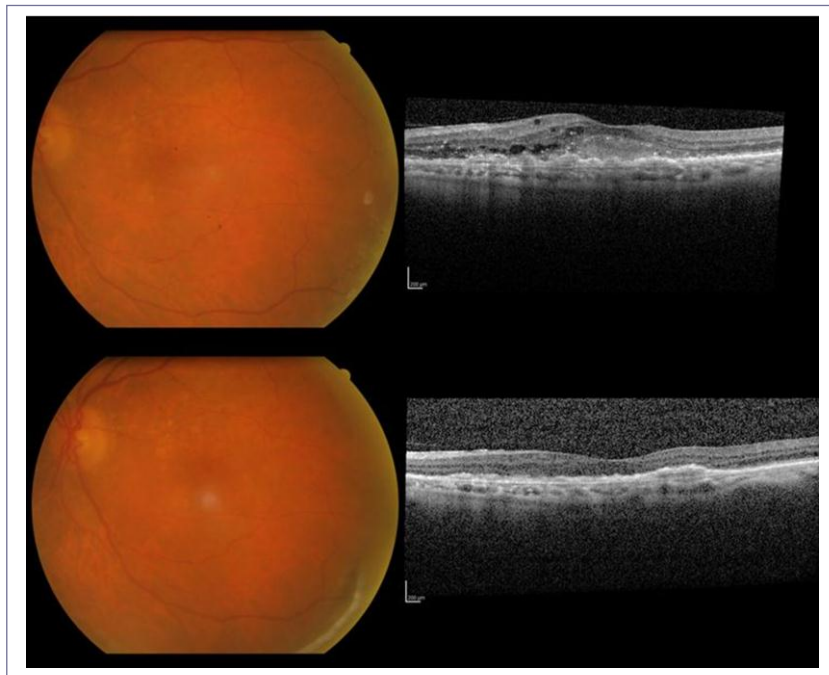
Retinografía y OCT de un paciente asignado al grupo con DMAE incipiente. Parte superior: visita de *screening*. En la retinografía se observan drusas blandas y alteraciones pigmentarias leves del EPR. La tomografía muestra la membrana con fluido asociado. Parte inferior: tras dosis de carga con *Lucentis*[®] intravítreo. La retinografía no muestra cambios aparentes, mientras que en la tomografía se constata la regresión de la lesión.
